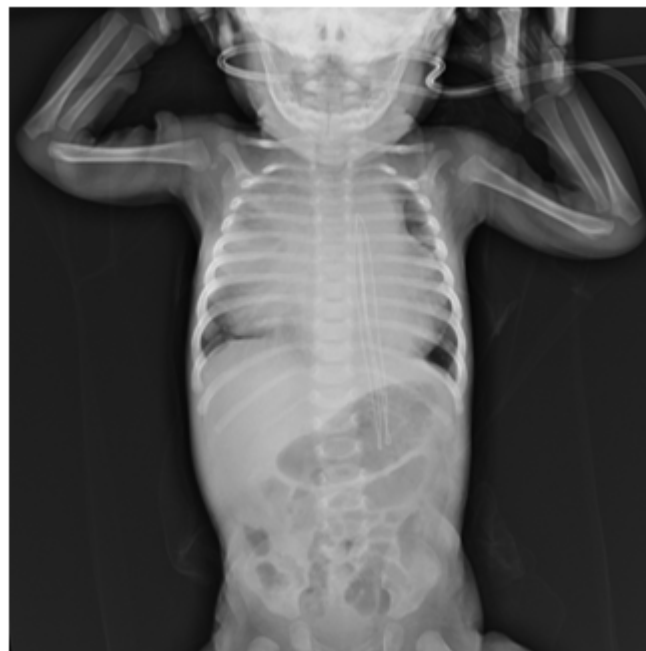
Radiographie thoracique de face objectivant une cardiomégalie
